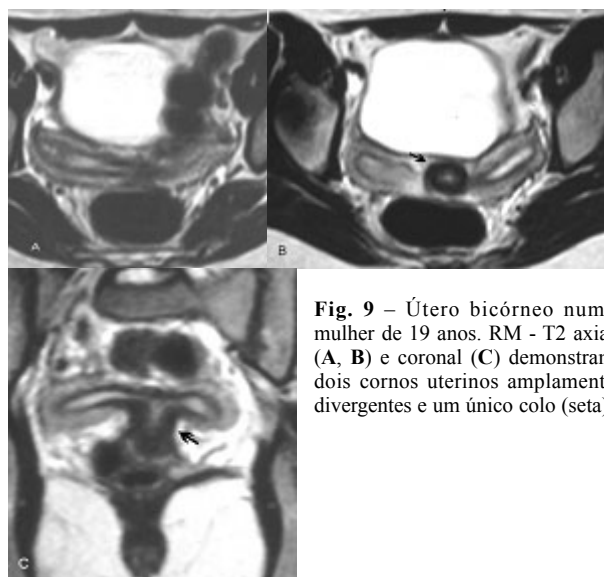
Útero bicórneo numa mulher de 19 anos. RM - T2 axial (A, B) e coronal (C) demonstram dois cornos uterinos amplamente divergentes e um único colo (seta).
